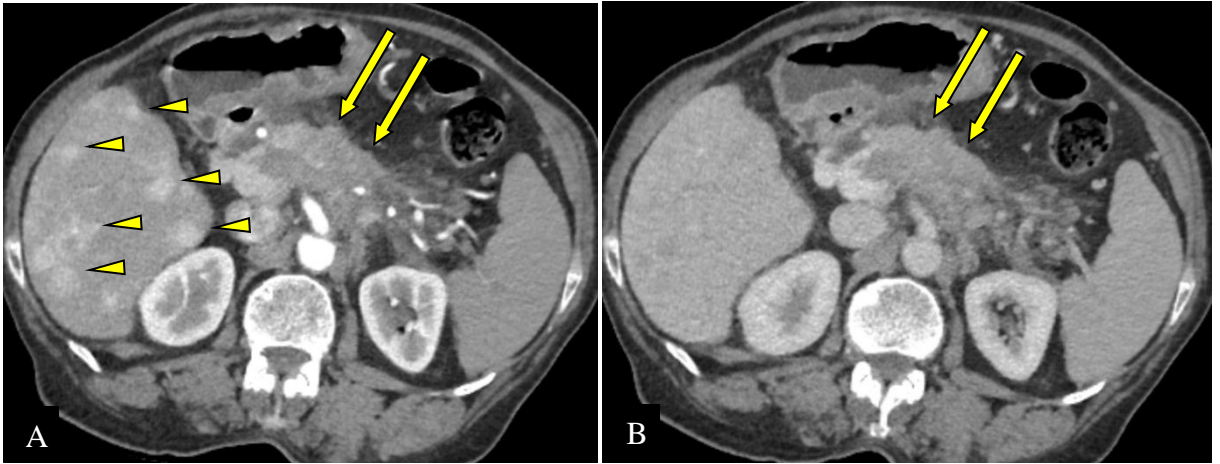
TNEp maligne de grade 2 chez une femme de 73 ans. Volumineuse masse pancréatique corporeale (flèches) hypovasculaire à la phase artérielle (A) et portale (B) de la TDM. Multiples localisations secondaires hépatiques hypervasculaires au temps artériel (têtes de flèche A) (CHUC).
